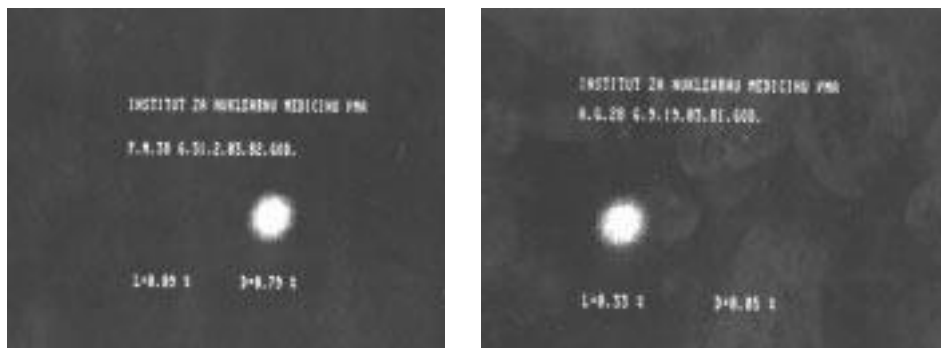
Bolesnik sa adenomom u levom nadbubregu. Scintigraski i CT pregledom dobijen identičan nalaz.
